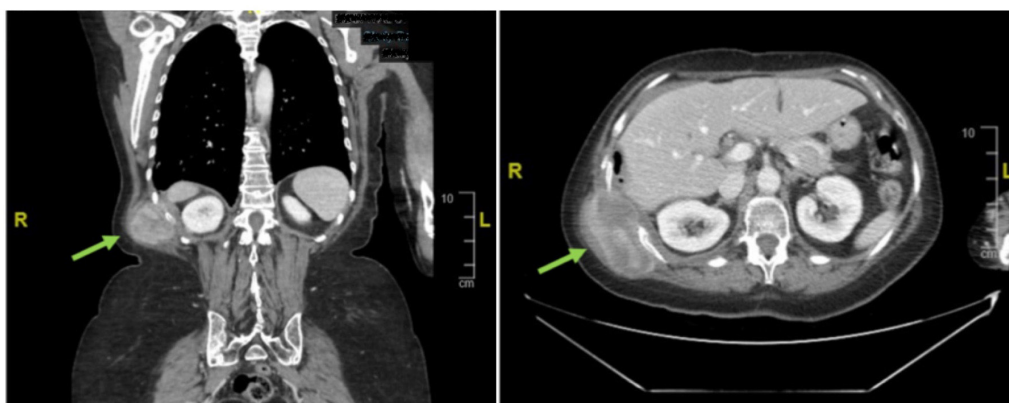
Tomografía computerizada en la que se observa la localización de la masa.
